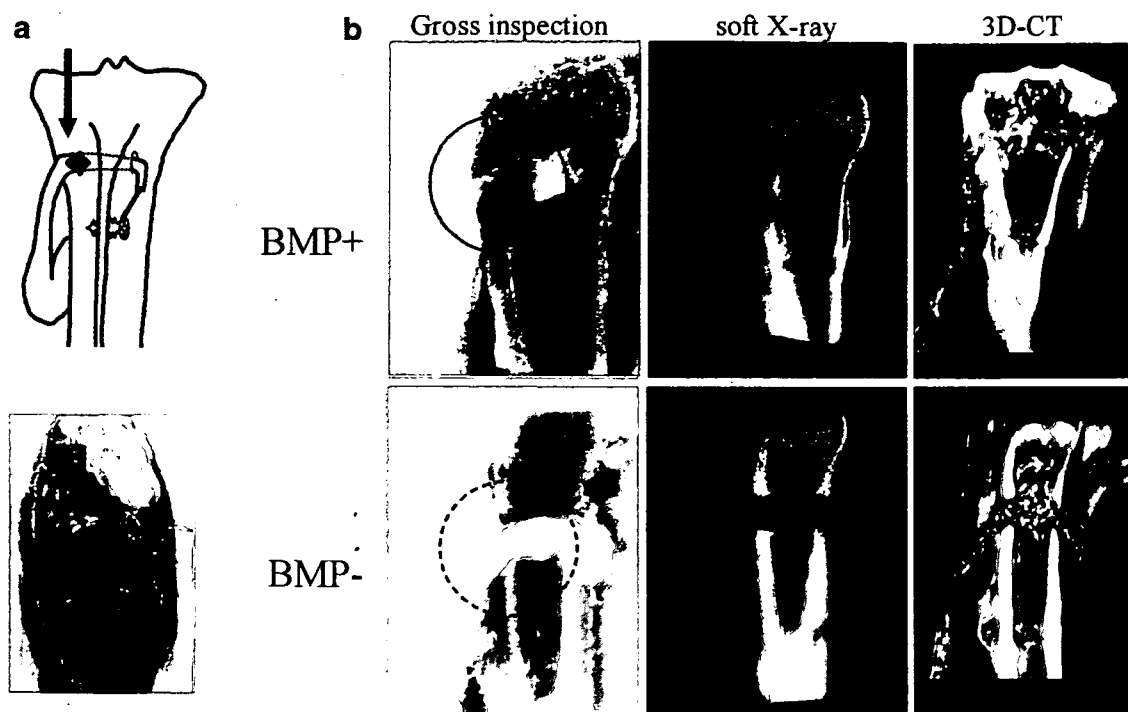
(a) Surgical approach for transfer of the toe flexor tendon with intratendinous ossicle (BMP-2+, black arrow) into the bone tunnel prepared in proximal tibia. (b) Representative results of gross inspection (left), soft X-ray (middle) examination, and 3D-CT (right) images of the entheses generated by transfer of the toe flexor/BMP-induced bone complex to the proximal tibia (upper row). Control samples lacking BMP were injected with buffer and transferred into the tibia in the same fashion (lower row). Union of the intratendinous ossicle with the tibia is noted (black circle), while in the control sample the tendon passes through the tibia (dotted circle).
